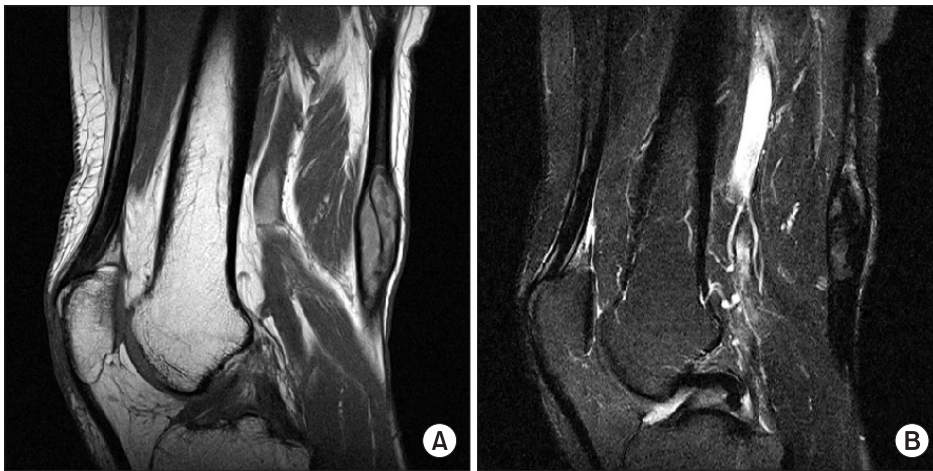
Magnetic resonance images shows well-defined soft tissue mass along semitendinosus tendon, posterior aspect of distal thigh. (A) T1-weighted image: slightly high signal intensity (B) T2-weighted image: heterogeneous iso signal intensity.
